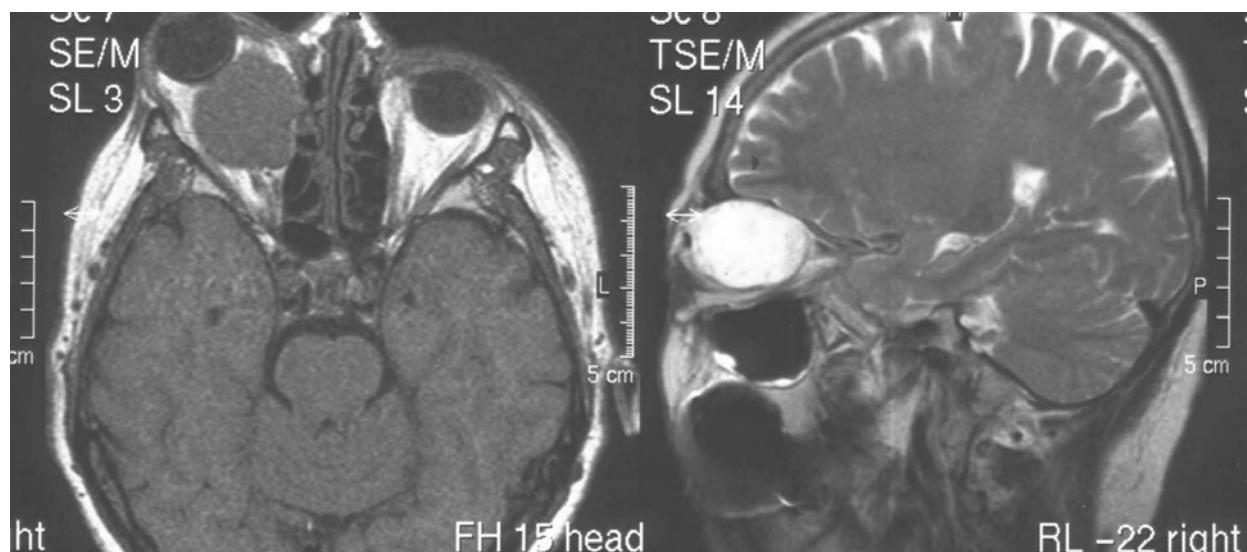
МРТ хворої О. Велика пухлина ретробульбарного простору
